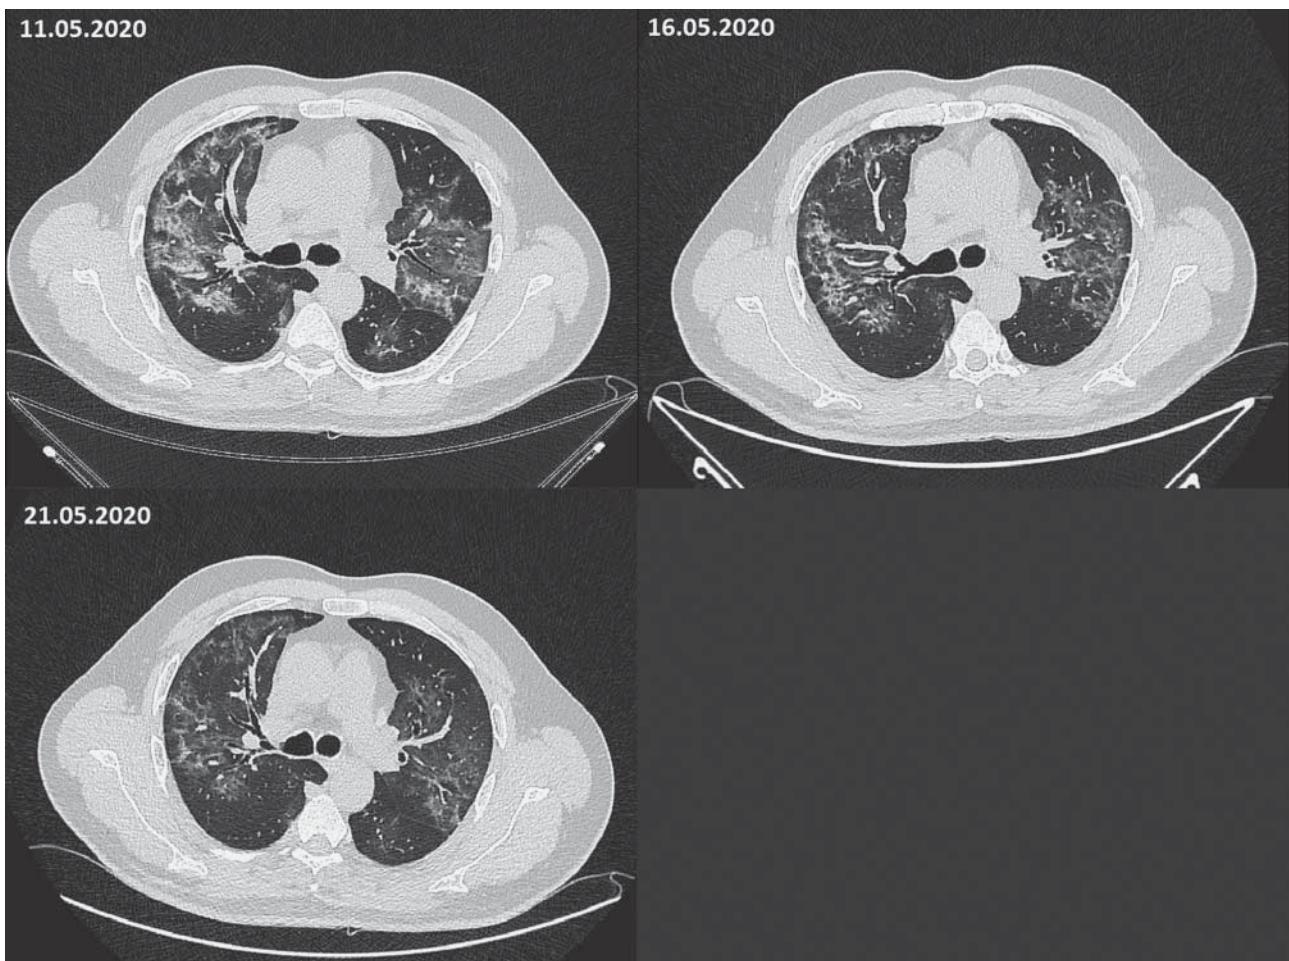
При КТ-исследовании от 11.05.2020 полисегментарно определяются участки консолидации легочной ткани. При контрольных исследованиях от 16.05.2020 и 21.05.2020 определяется постепенный переход участков консолидаций в зоны “матового стекла”, при этом появившиеся зоны отличаются от новых участков инфекции более “нежной” структурой.
